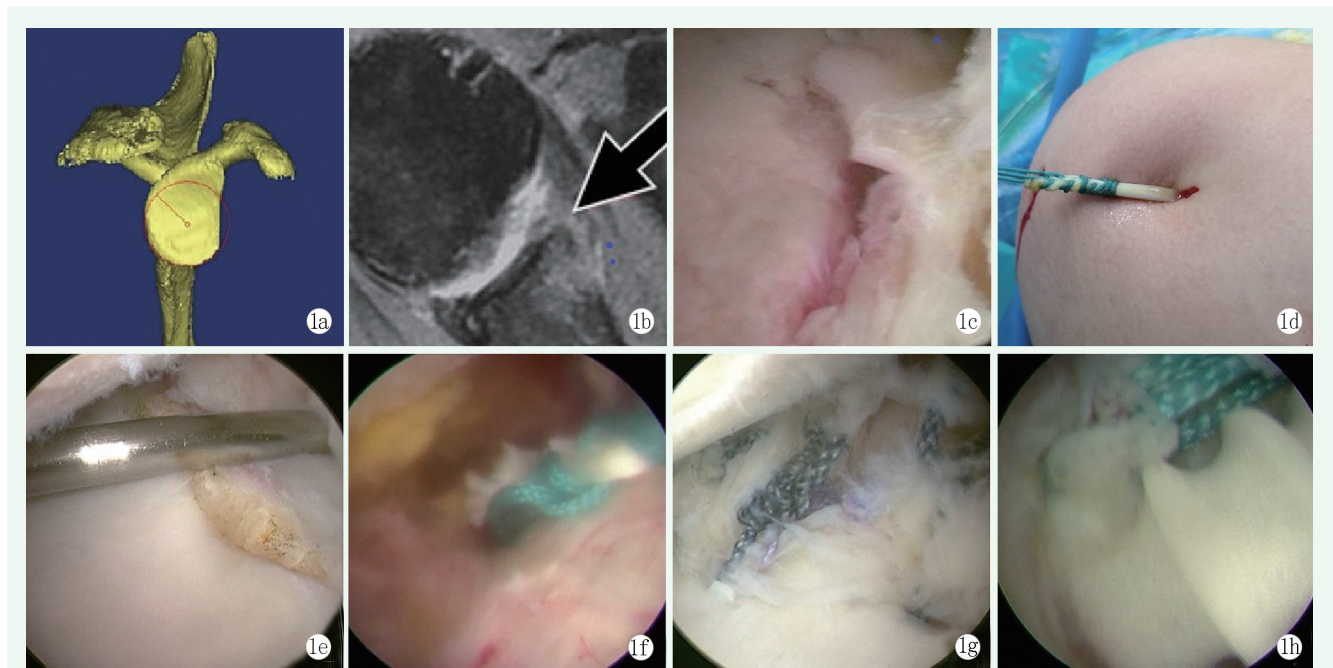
患者，男，26岁，反复右肩关节脱位5次 1a: 术前三维CT图像 1b: 术前MRI示前下盂唇信号异常 1c: 关节镜下示前下盂唇损伤并肩胛盂骨缺损 1d: 肱二头肌长头腱引出并编织 1e: 镜下制作肩胛盂骨隧道 1f: 肱二头肌长头腱引入骨隧道 1g: 关节镜下Bankart修复术 1h: 肩胛盂骨隧道外口螺钉固定转位的肱二头肌长头腱
